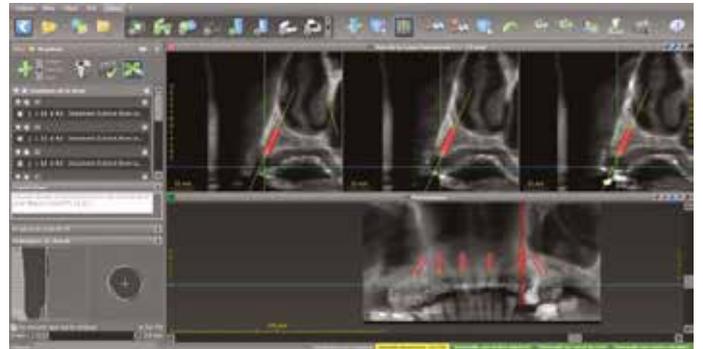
Planification sur le logiciel de planification CodiagnostiX après Cone Beam avec gouttière radioopaque
